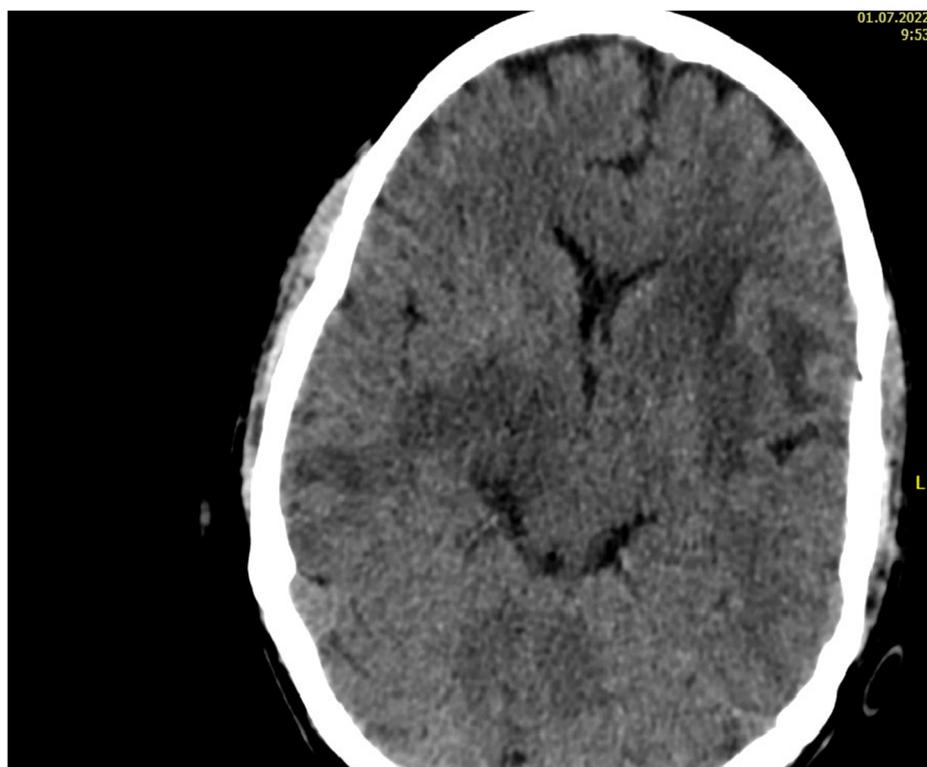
Компьютерная томография головного мозга. Биполушарное вторичное поражение головного мозга. Биполушарно во всех долях головного мозга, а также на уровне базальных ядер определяются множественные разнокалиберные очаги диаметром до 13 мм.
